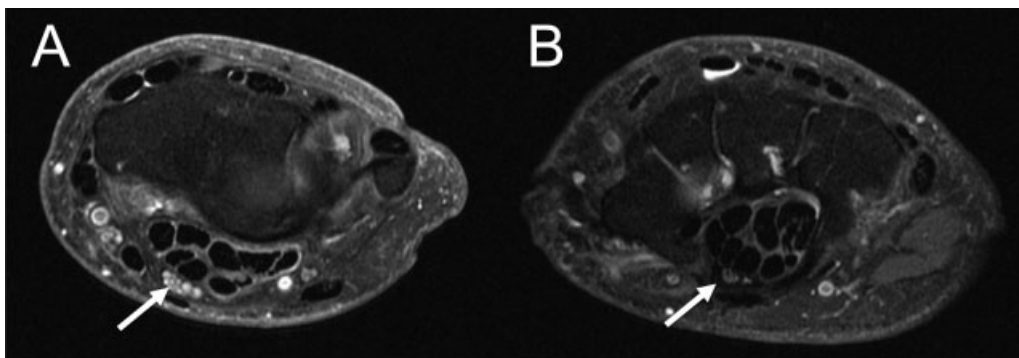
(A) Secuencia T2 de RMN en la que se observa señal hiperintensa del nervio mediano previa a la entrada en el canal carpiano. (B) Imagen de apertura de canal carpiano con adelgazamiento del nervio y tejido cicatricial alrededor.
